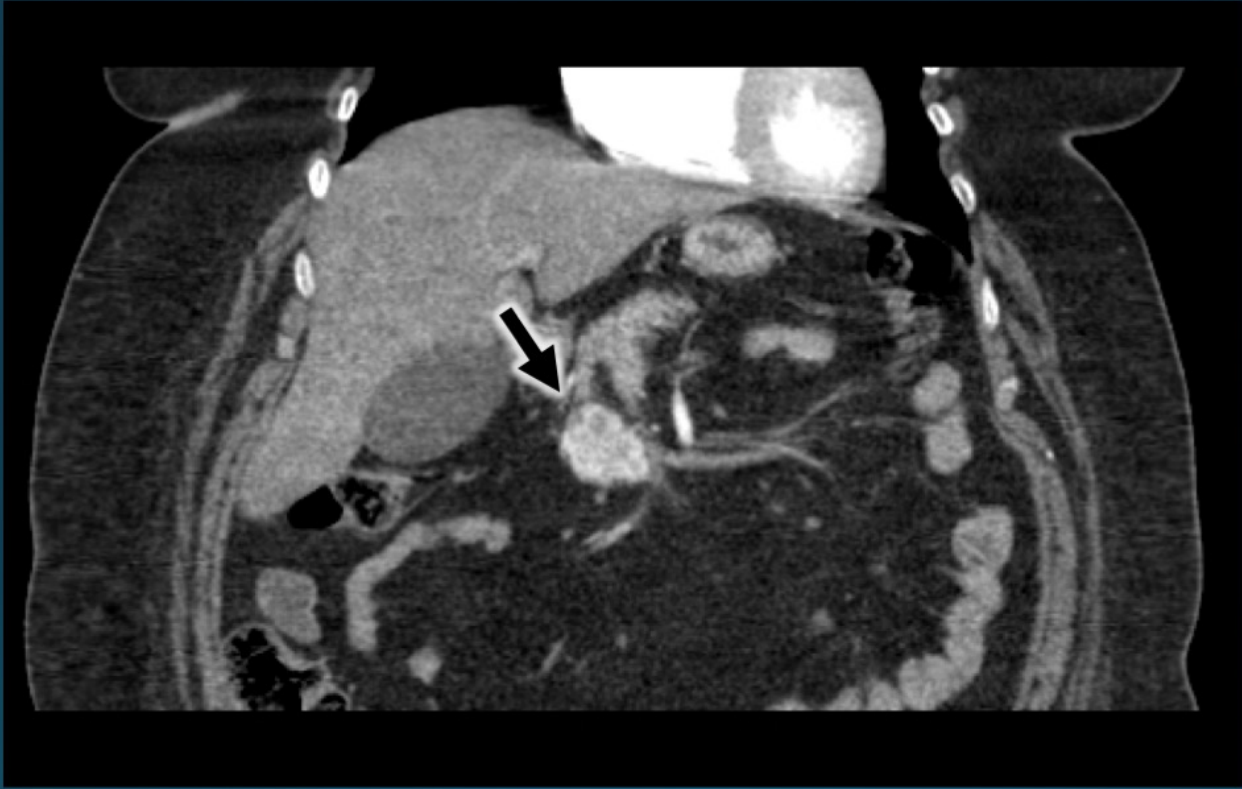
CASO 2. TC de abdomen. Imagen adquirida en plano axial tras la administración de contraste iod arterial. Se observa una lesión de 1,2 cm de diámetro, que realza tras la administración de contraste, local páncreas. Hallazgos muy sugestivos de insulinoma.
